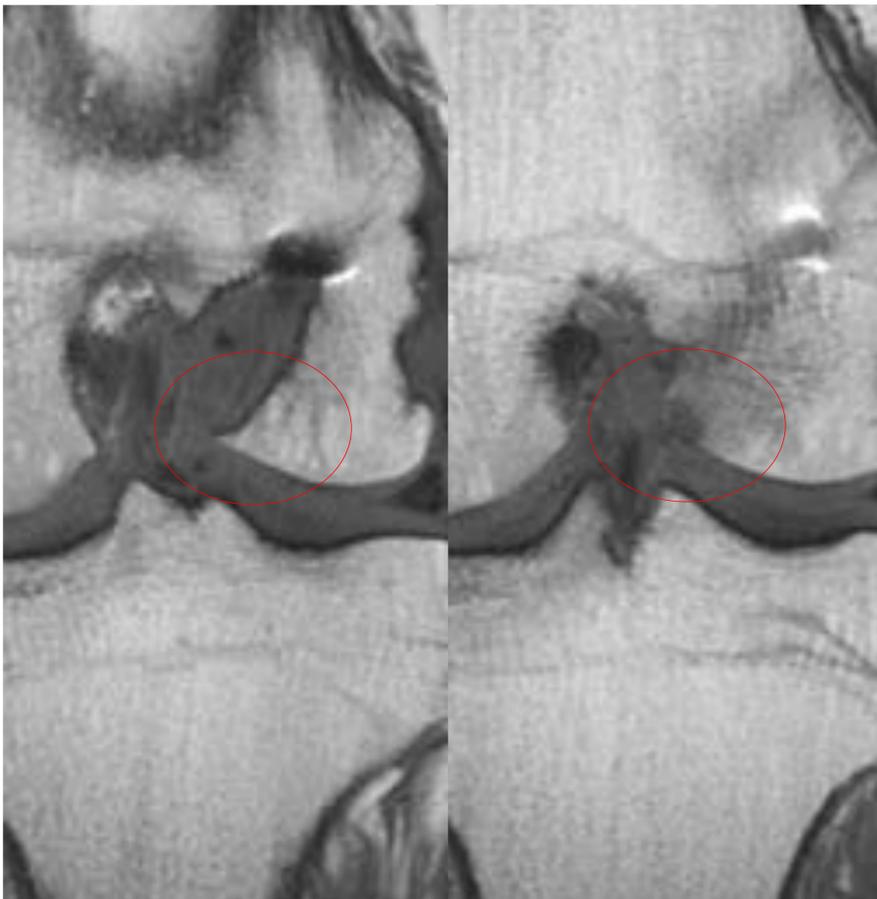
Paciente con dolor persistente a los 6 meses de la cirugía con RM que objetiva signos de impigement con signos inflamatorio y a la salida del túnel femoral, asociado a edema óseo.
